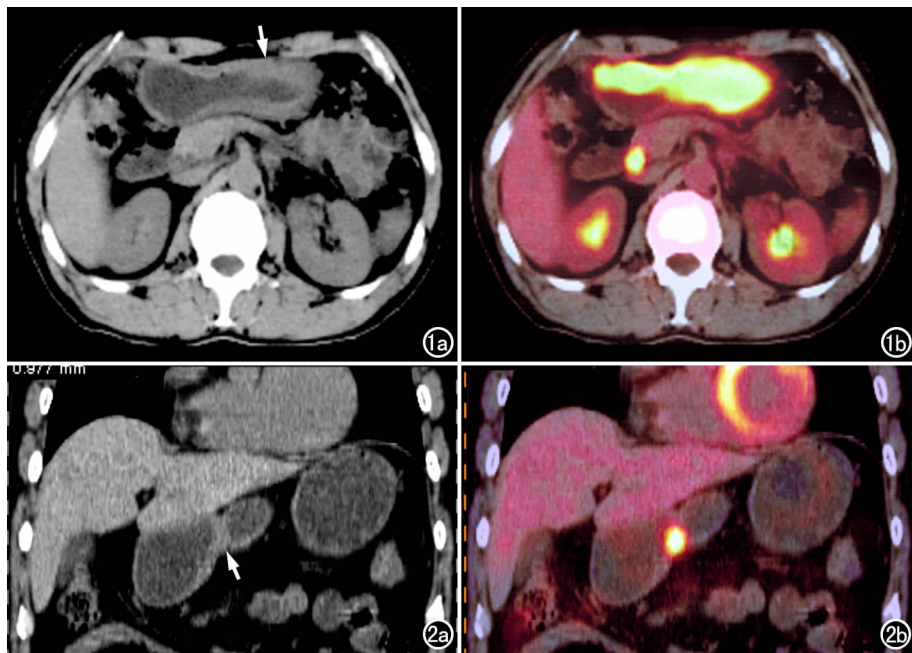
胃 DLBCL。a) 横轴面 CT 示胃壁弥漫性增厚 (箭), 胃壁外缘光整, 胃周脂肪间隙清晰; b) 横轴面融合图显示胃壁及胰周肿大淋巴结 FDG 代谢明显增高。图 2 胃 DLBCL。a) 冠状面 CT 示胃窦小弯侧结节 (箭), 局部胃壁增厚; b) 冠状面融合图显示胃窦结节 FDG 代谢增高。
